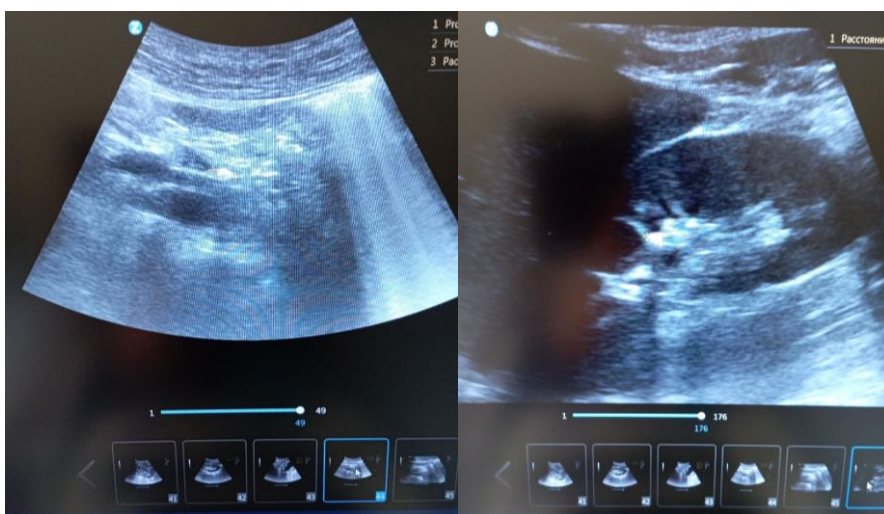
Больной М.,48лет.УЗИ почек, на продольном срезе через нижний полюслевой почки визуализируется обтурирующий конкремент в проксимальном отделе мочеточника с задним акустическим усилением и уретерогидронефрозом.
